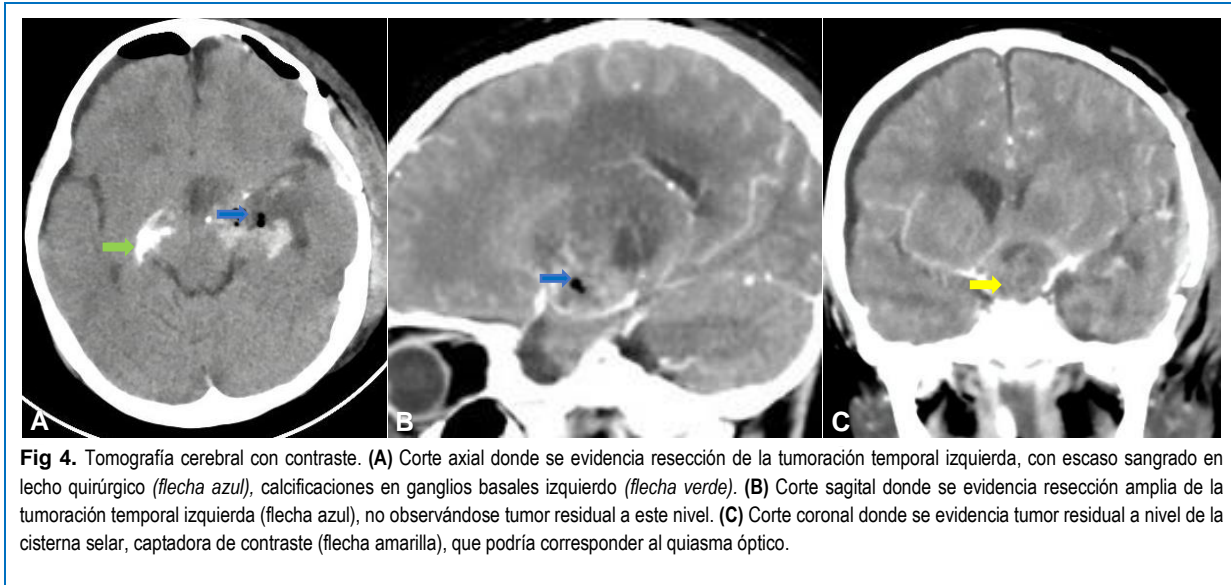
Tomografía cerebral con contraste. (A) Corte axial donde se evidencia resección de la tumoración temporal izquierda, con escaso sangrado en lecho quirúrgico (flecha azul), calcificaciones en ganglios basales izquierdo (flecha verde). (B) Corte sagital donde se evidencia resección amplia de la tumoración temporal izquierda (flecha azul), no observándose tumor residual a este nivel. (C) Corte coronal donde se evidencia tumor residual a nivel de la cisterna selar, captadora de contraste (flecha amarilla), que podría corresponder al quiasma óptico.
